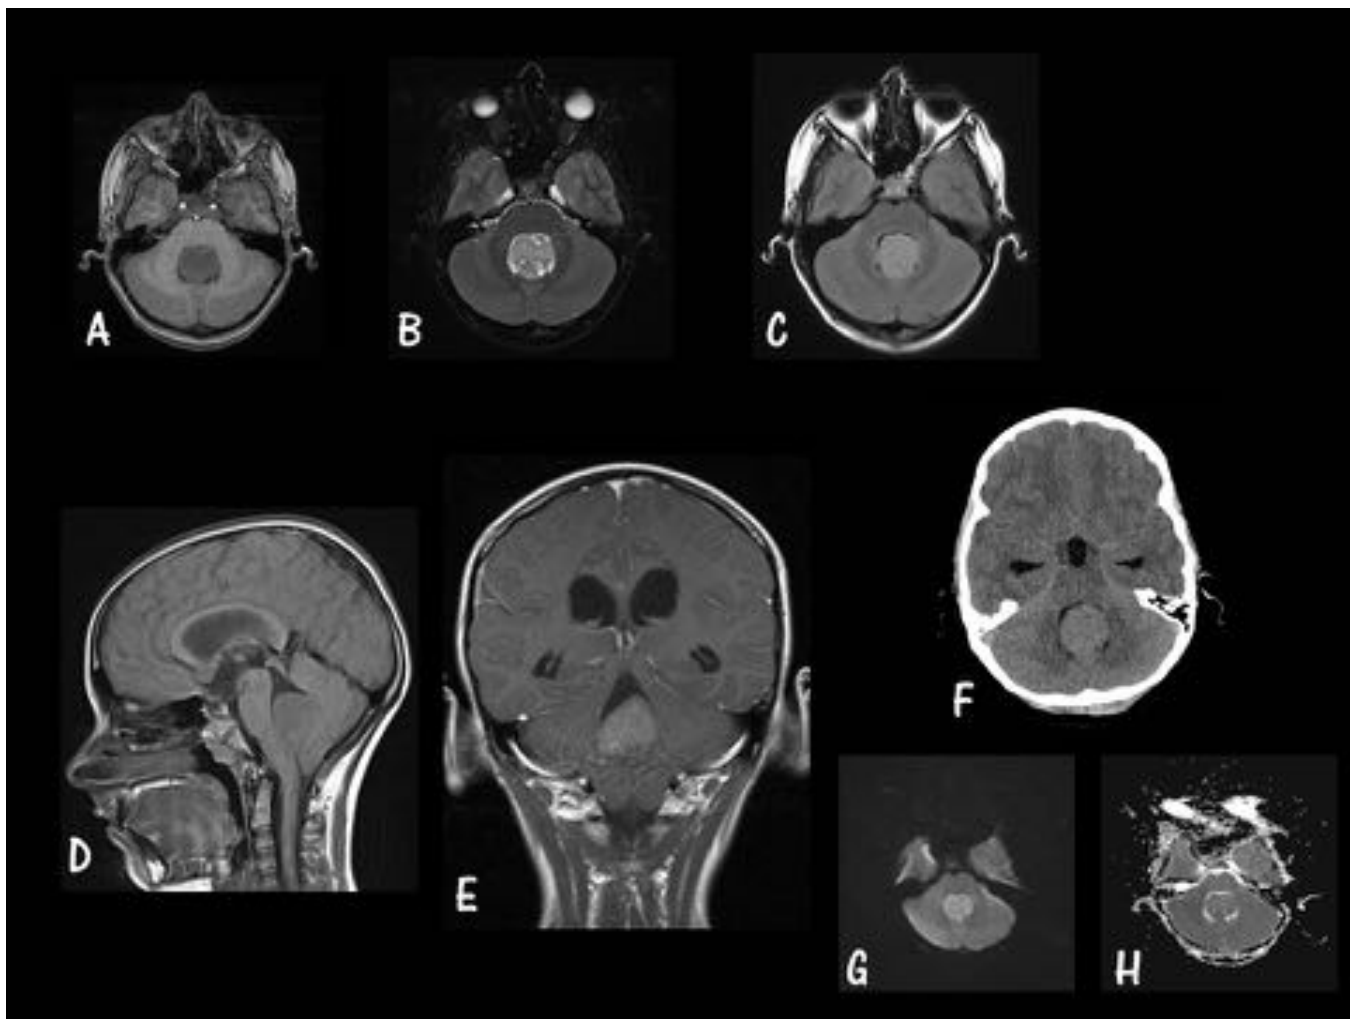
MB Subgrupo 4. Caso 2. A. Axial T1 sin GD. B. Axial T2 FS. C. Axial FLAIR. D. Sagital T1 sin GD. E. Coronal T1 post-GD. F. TC sin CIV. G. Difusión. H. ADC. Masa dentro del IV ventrículo, de bordes bien definidos y con escaso realce tras la administración de CIV, con áreas quísticas en su interior, que restringe el agua libre y es hipointensa en el ADC, compatible con MB subgrupo 4.
